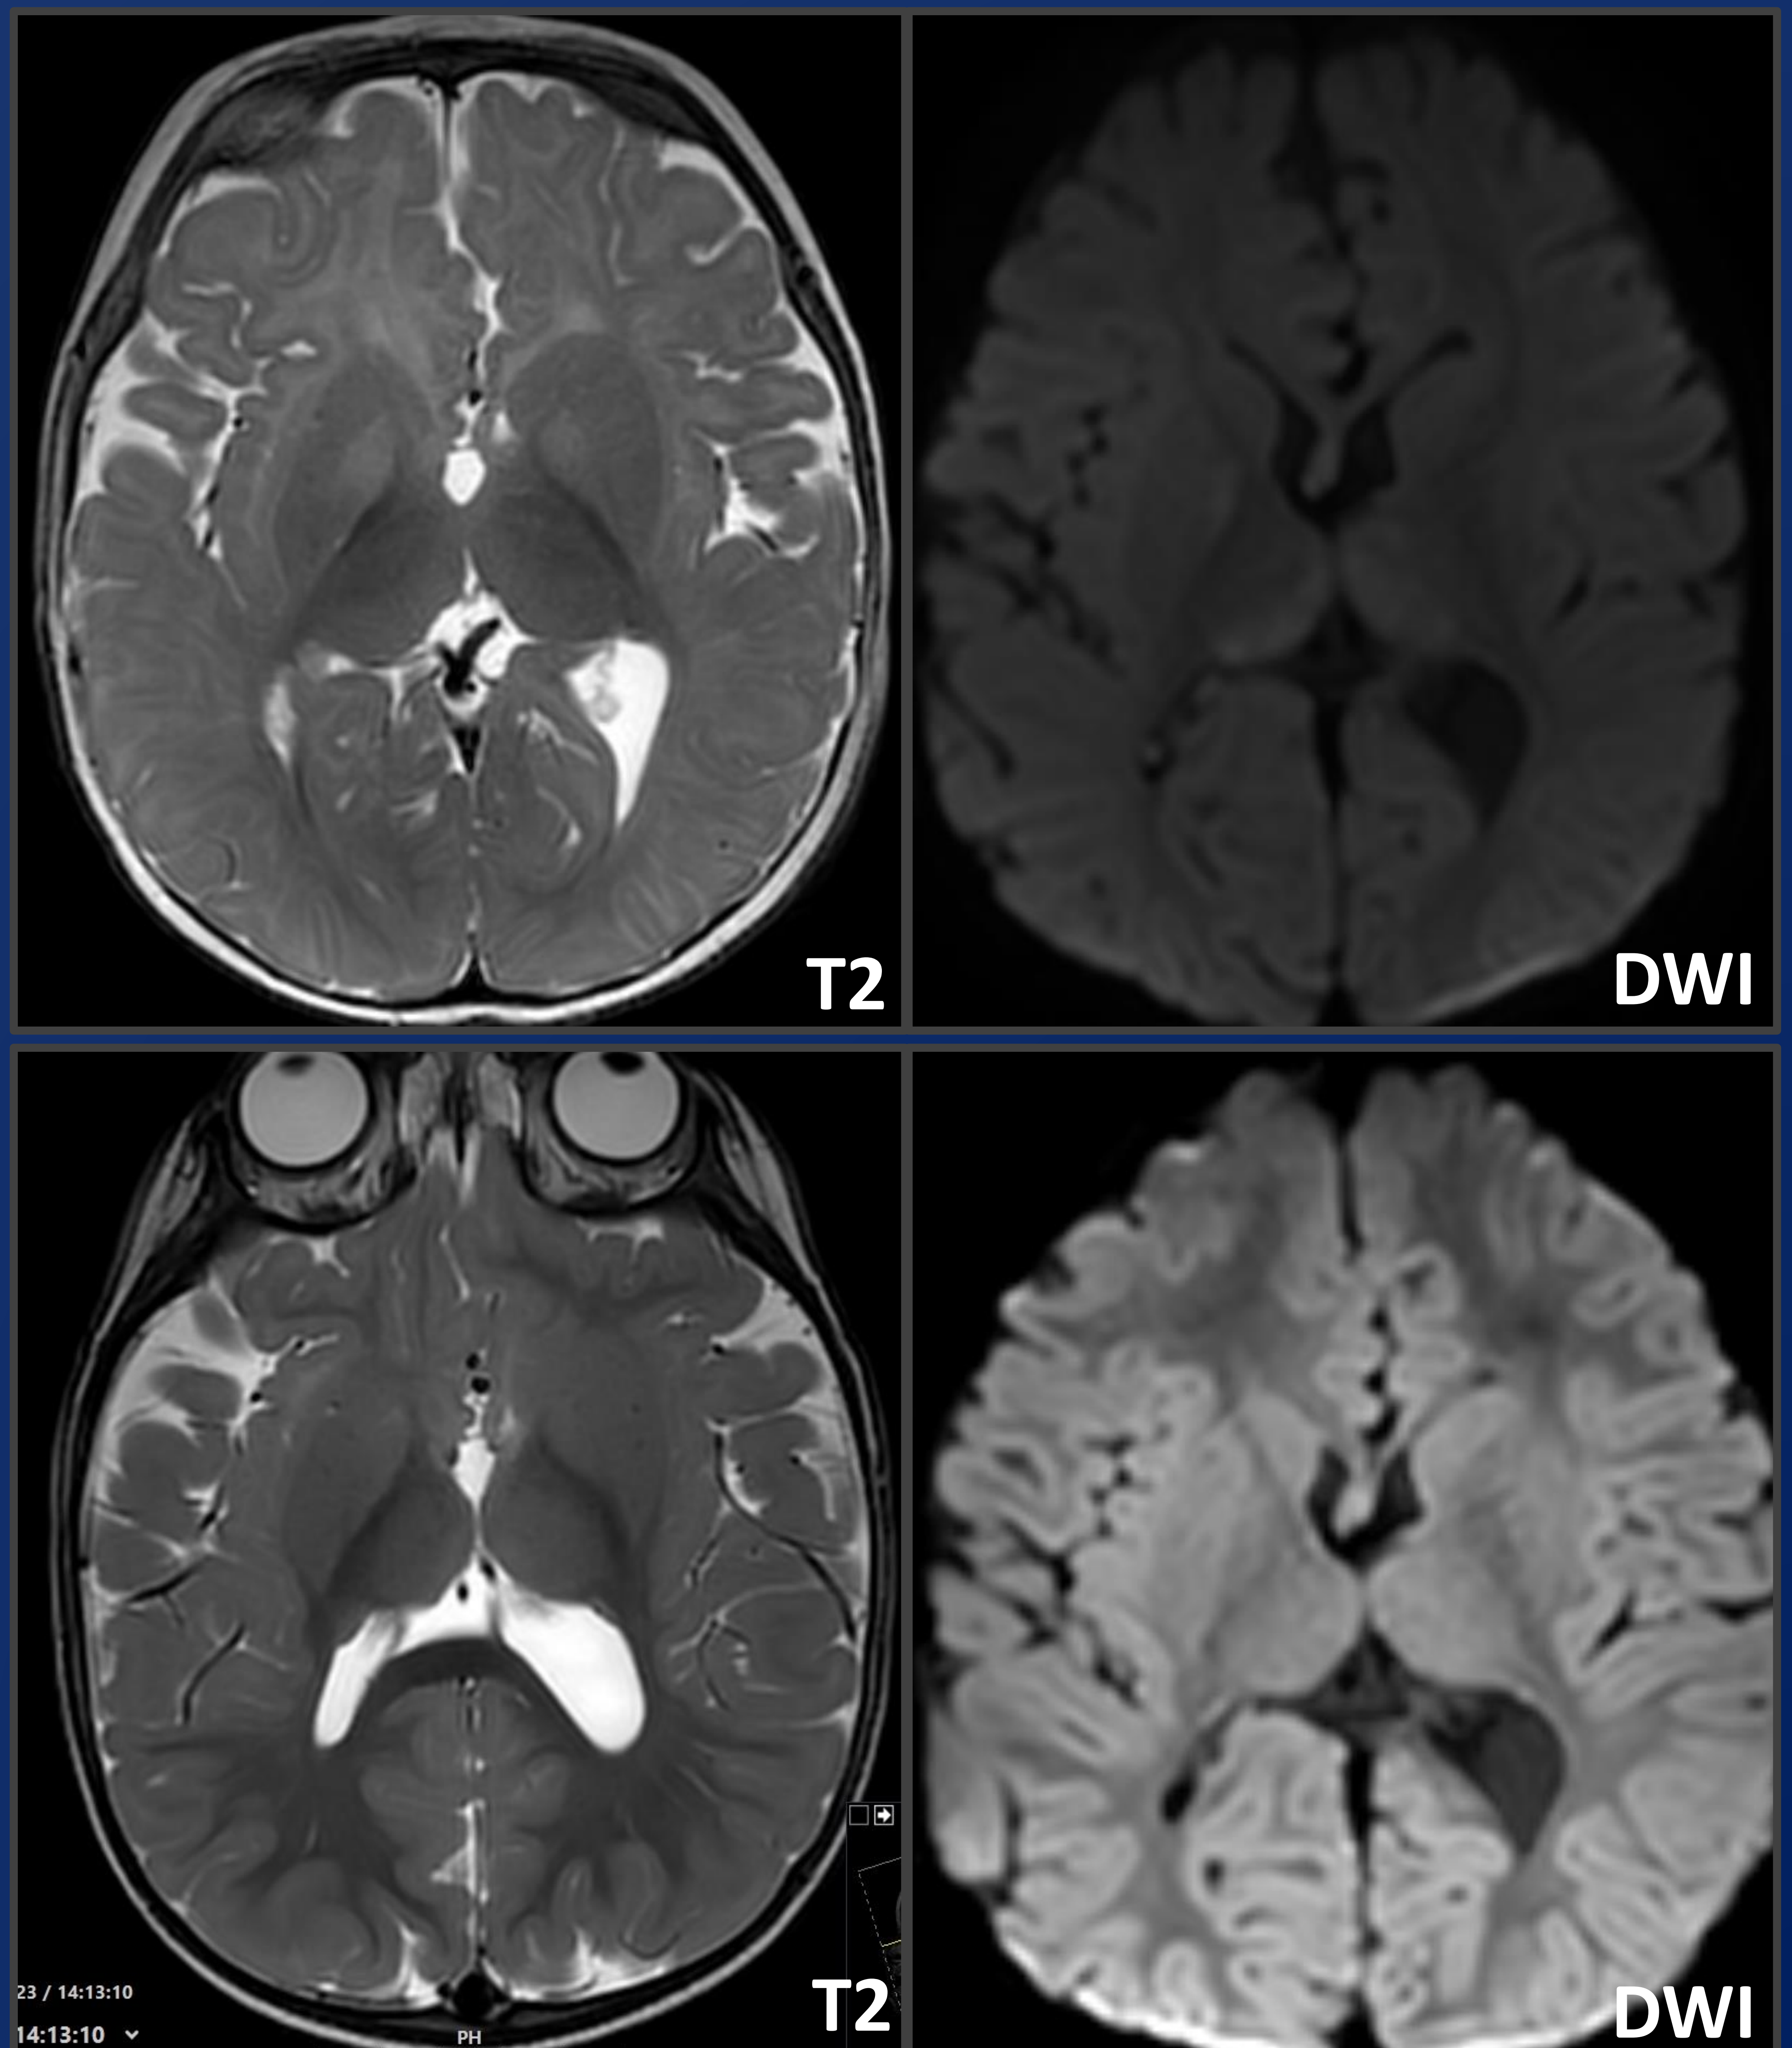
Lactante de 6 meses con síndrome de West y asimetría ventricular en tratamiento con vigabatrina; en la RM realizada tras una de las crisis se objetivaba una hiperseñal bilateral y simétrica afectando al aspecto anterior de los globos pálidos, y discretos focos de restricción en los núcleos mediales talámicos. Resolución de las lesiones en el control realizado 7 meses tras la retirada del fármaco.
